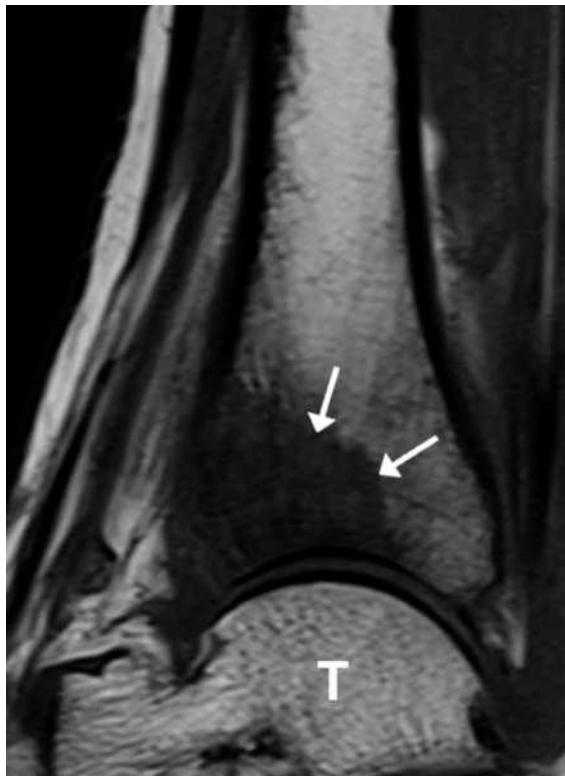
MRT Sprunggelenk rechts nativ T1w TSE sagittal. Scharf begrenzte hypointense Läsion in der distalen Tibia (Pfeil). Talus (T).
